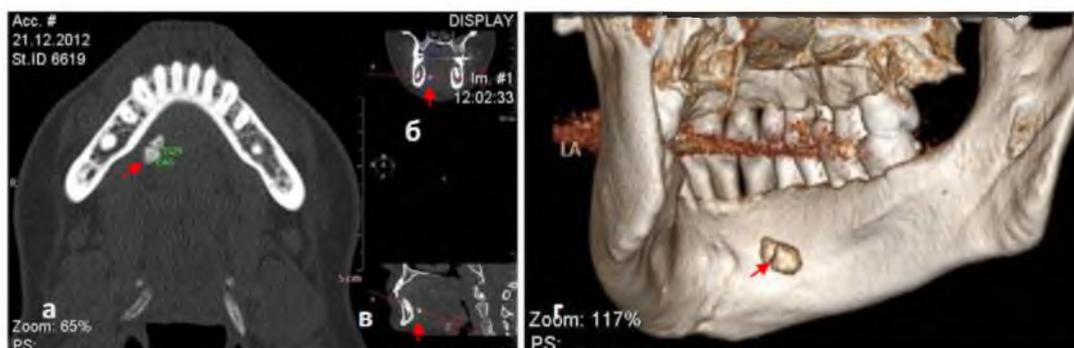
Компьютерные томограммы в аксиальной проекции (а), фронтальной (б), боковой (в) и 3D (г) реконструкциях у пациента с конкрементом в правом поднижнечелюстном протоке.
